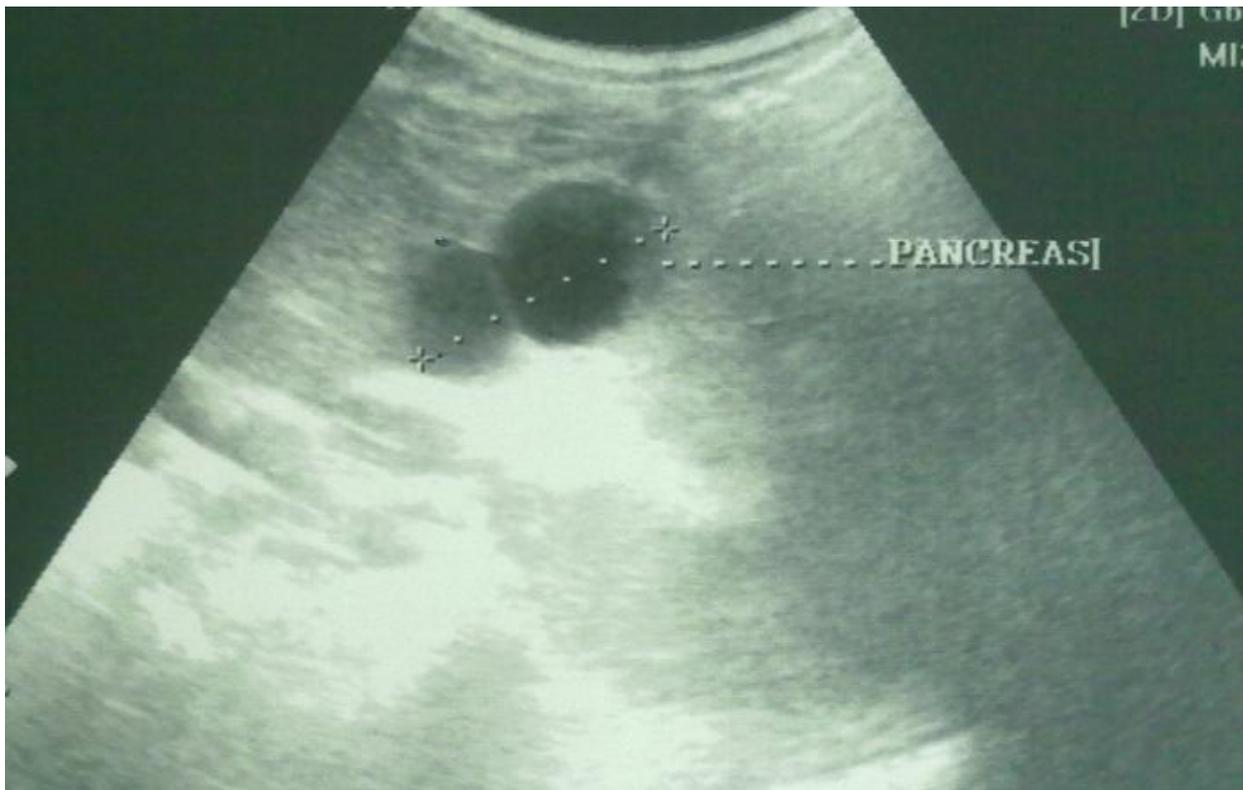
image échographique montrant un pancréas augmenté de taille avec une collection associée.
